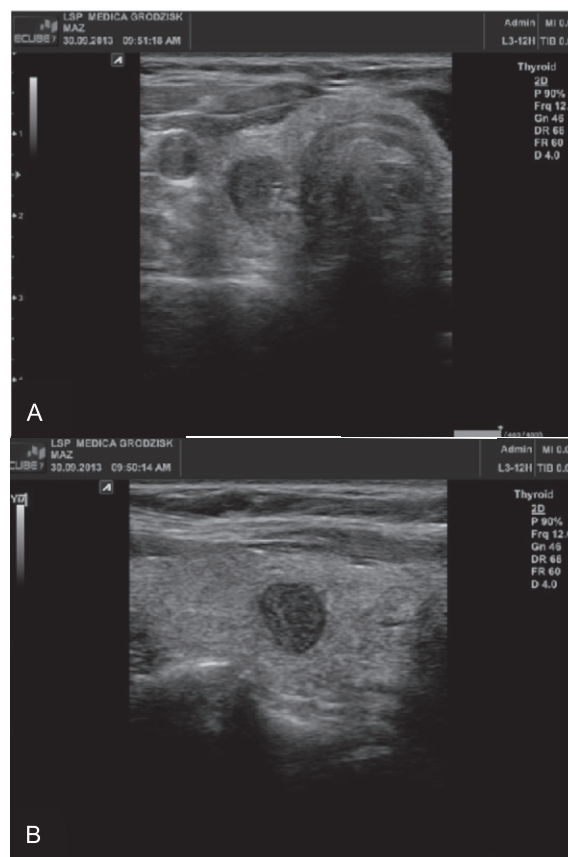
Badanie ultrasonograficzne szyi. Ektopowo położony guz przytarczycy dolnej prawej. A – przekrój podłużny, B – przekrój poprzeczny.
